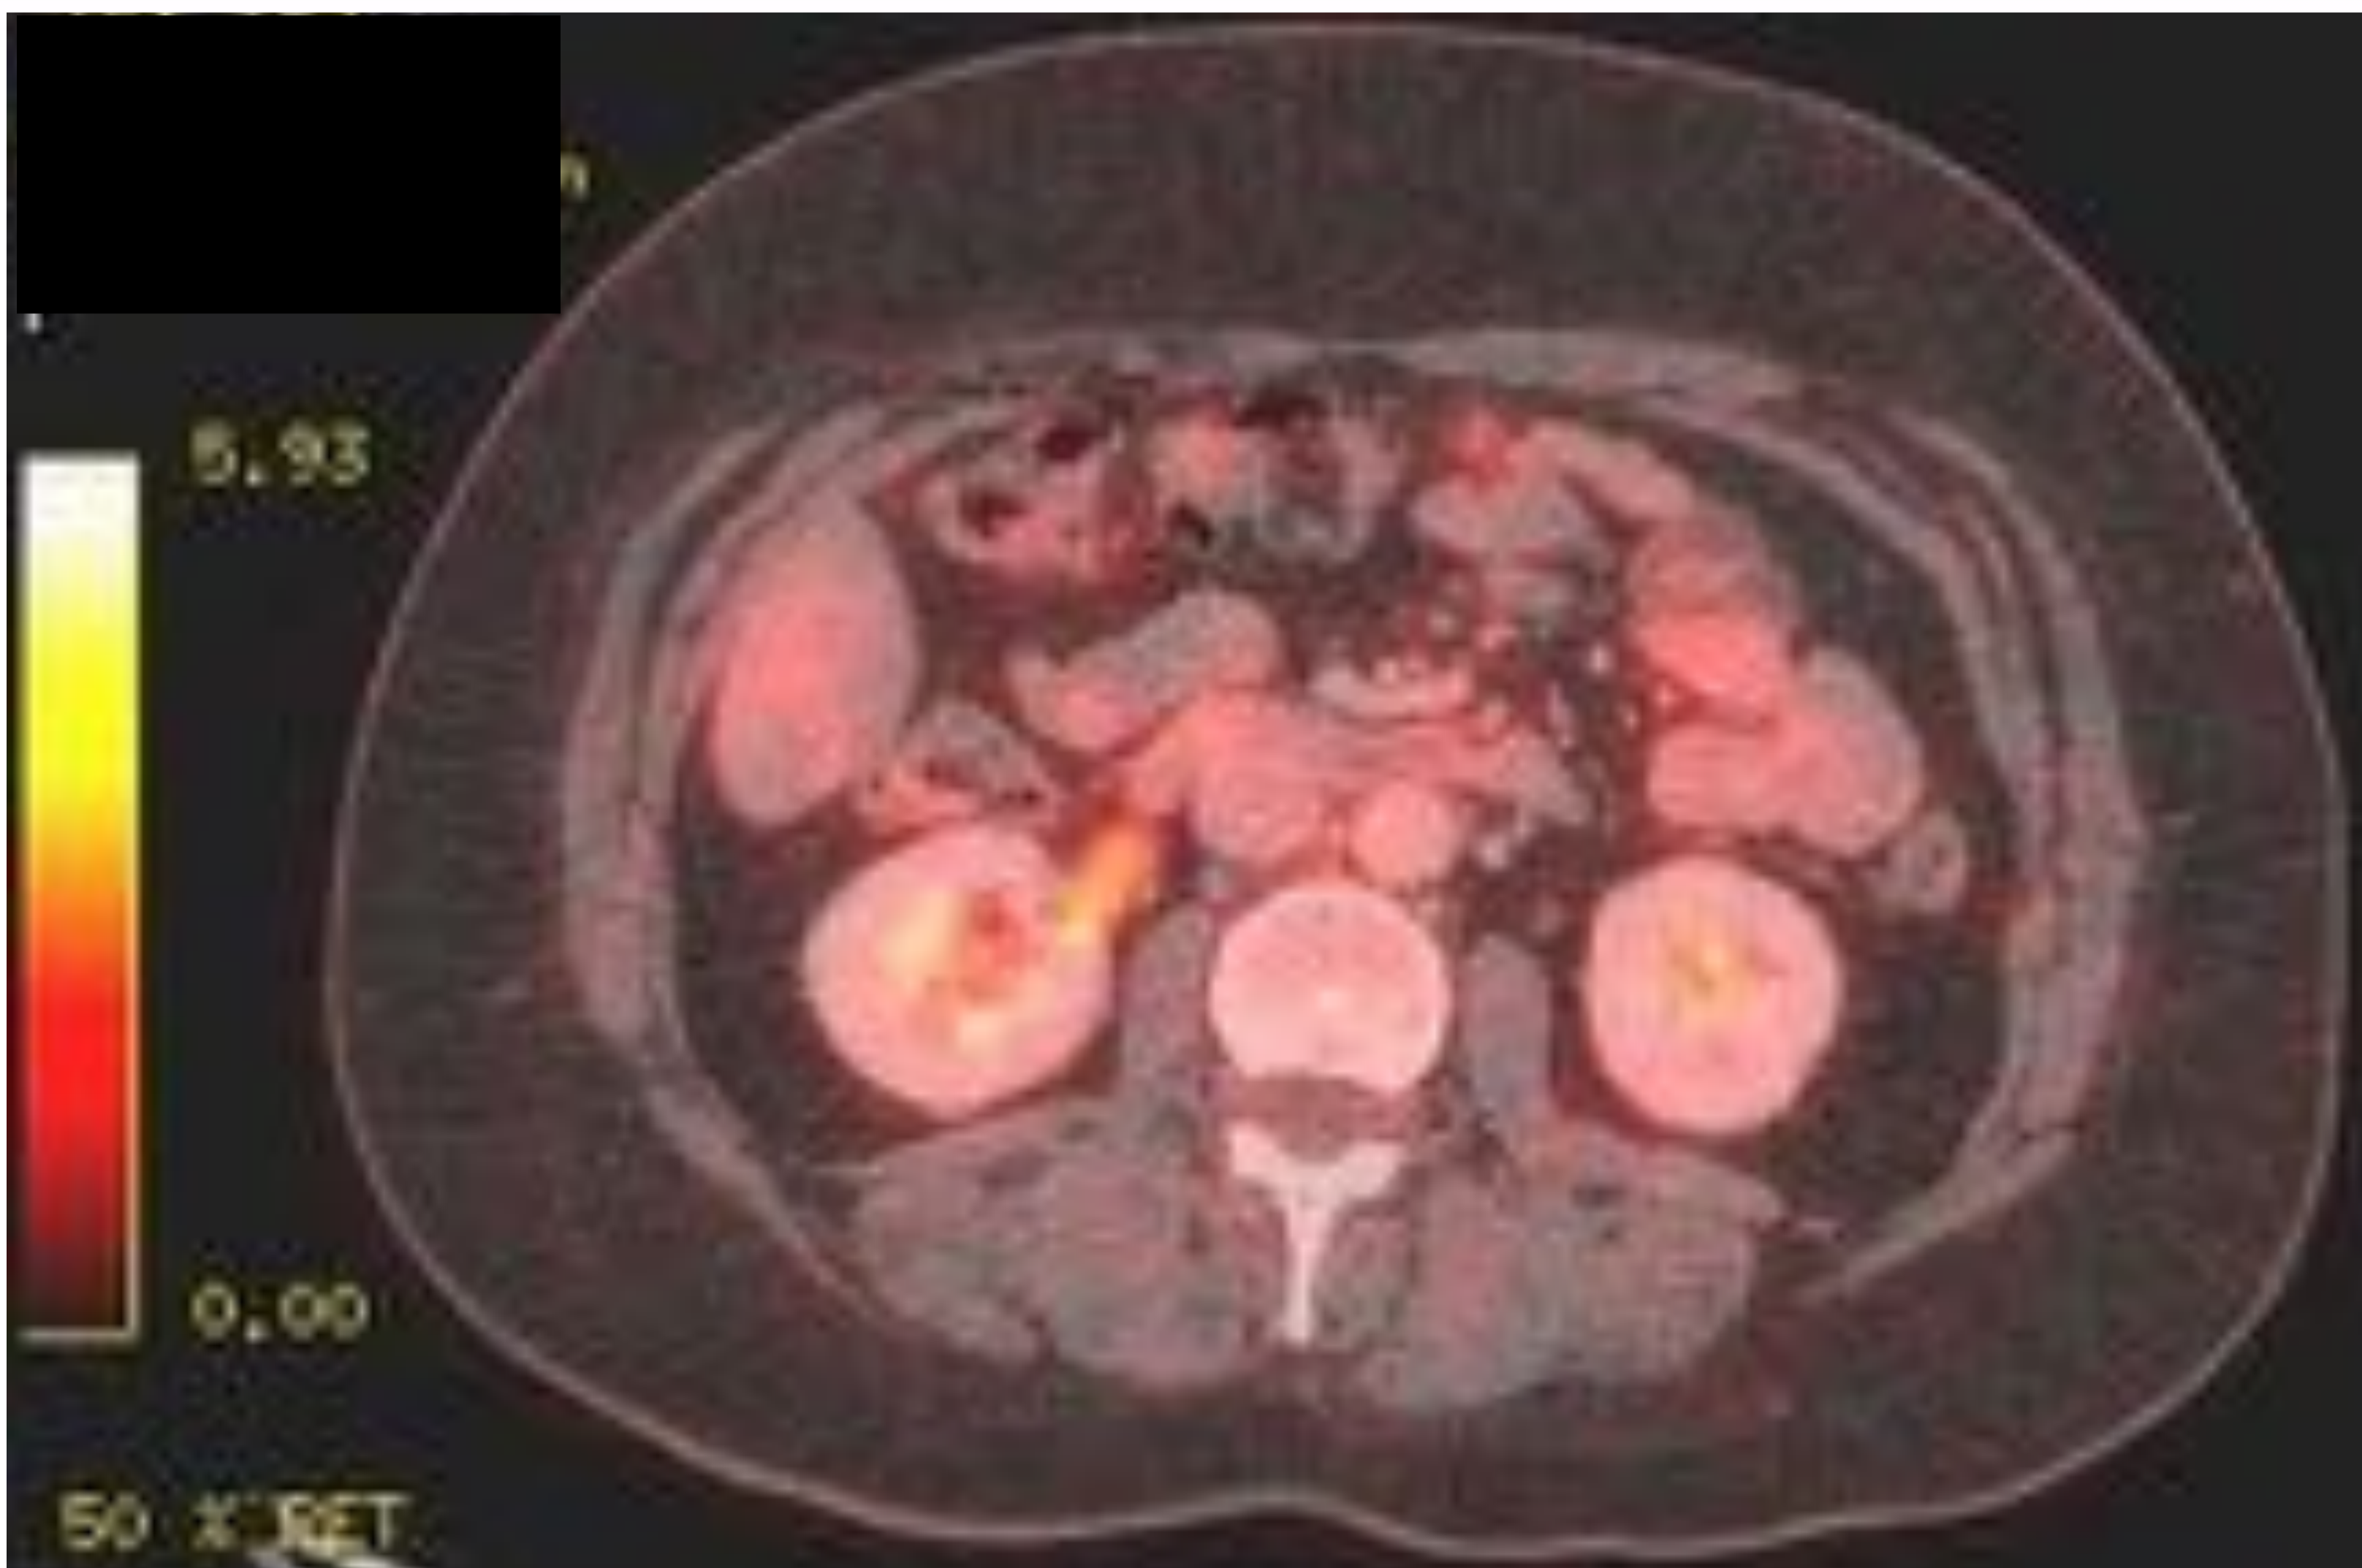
PET-CT Corte axial, a nivel abdominal: En retroperitoneo, se identifica la eliminación fisiológica urinaria de la 18-FDG. No se observan adenopatías con captación metabólica que sugiera malignidad por ésta técnica. (Imagen cortesía del Servicio de Medicina Nuclear del Hospital de Cruces, Barakaldo)
